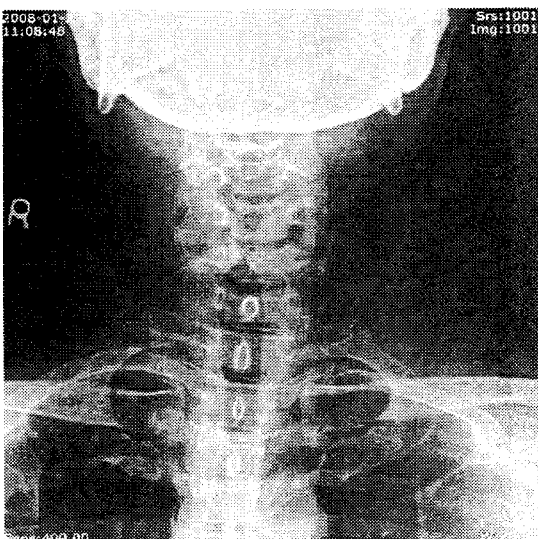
X-ray of Cervical spine. ap view performed at 2008-01-22.
